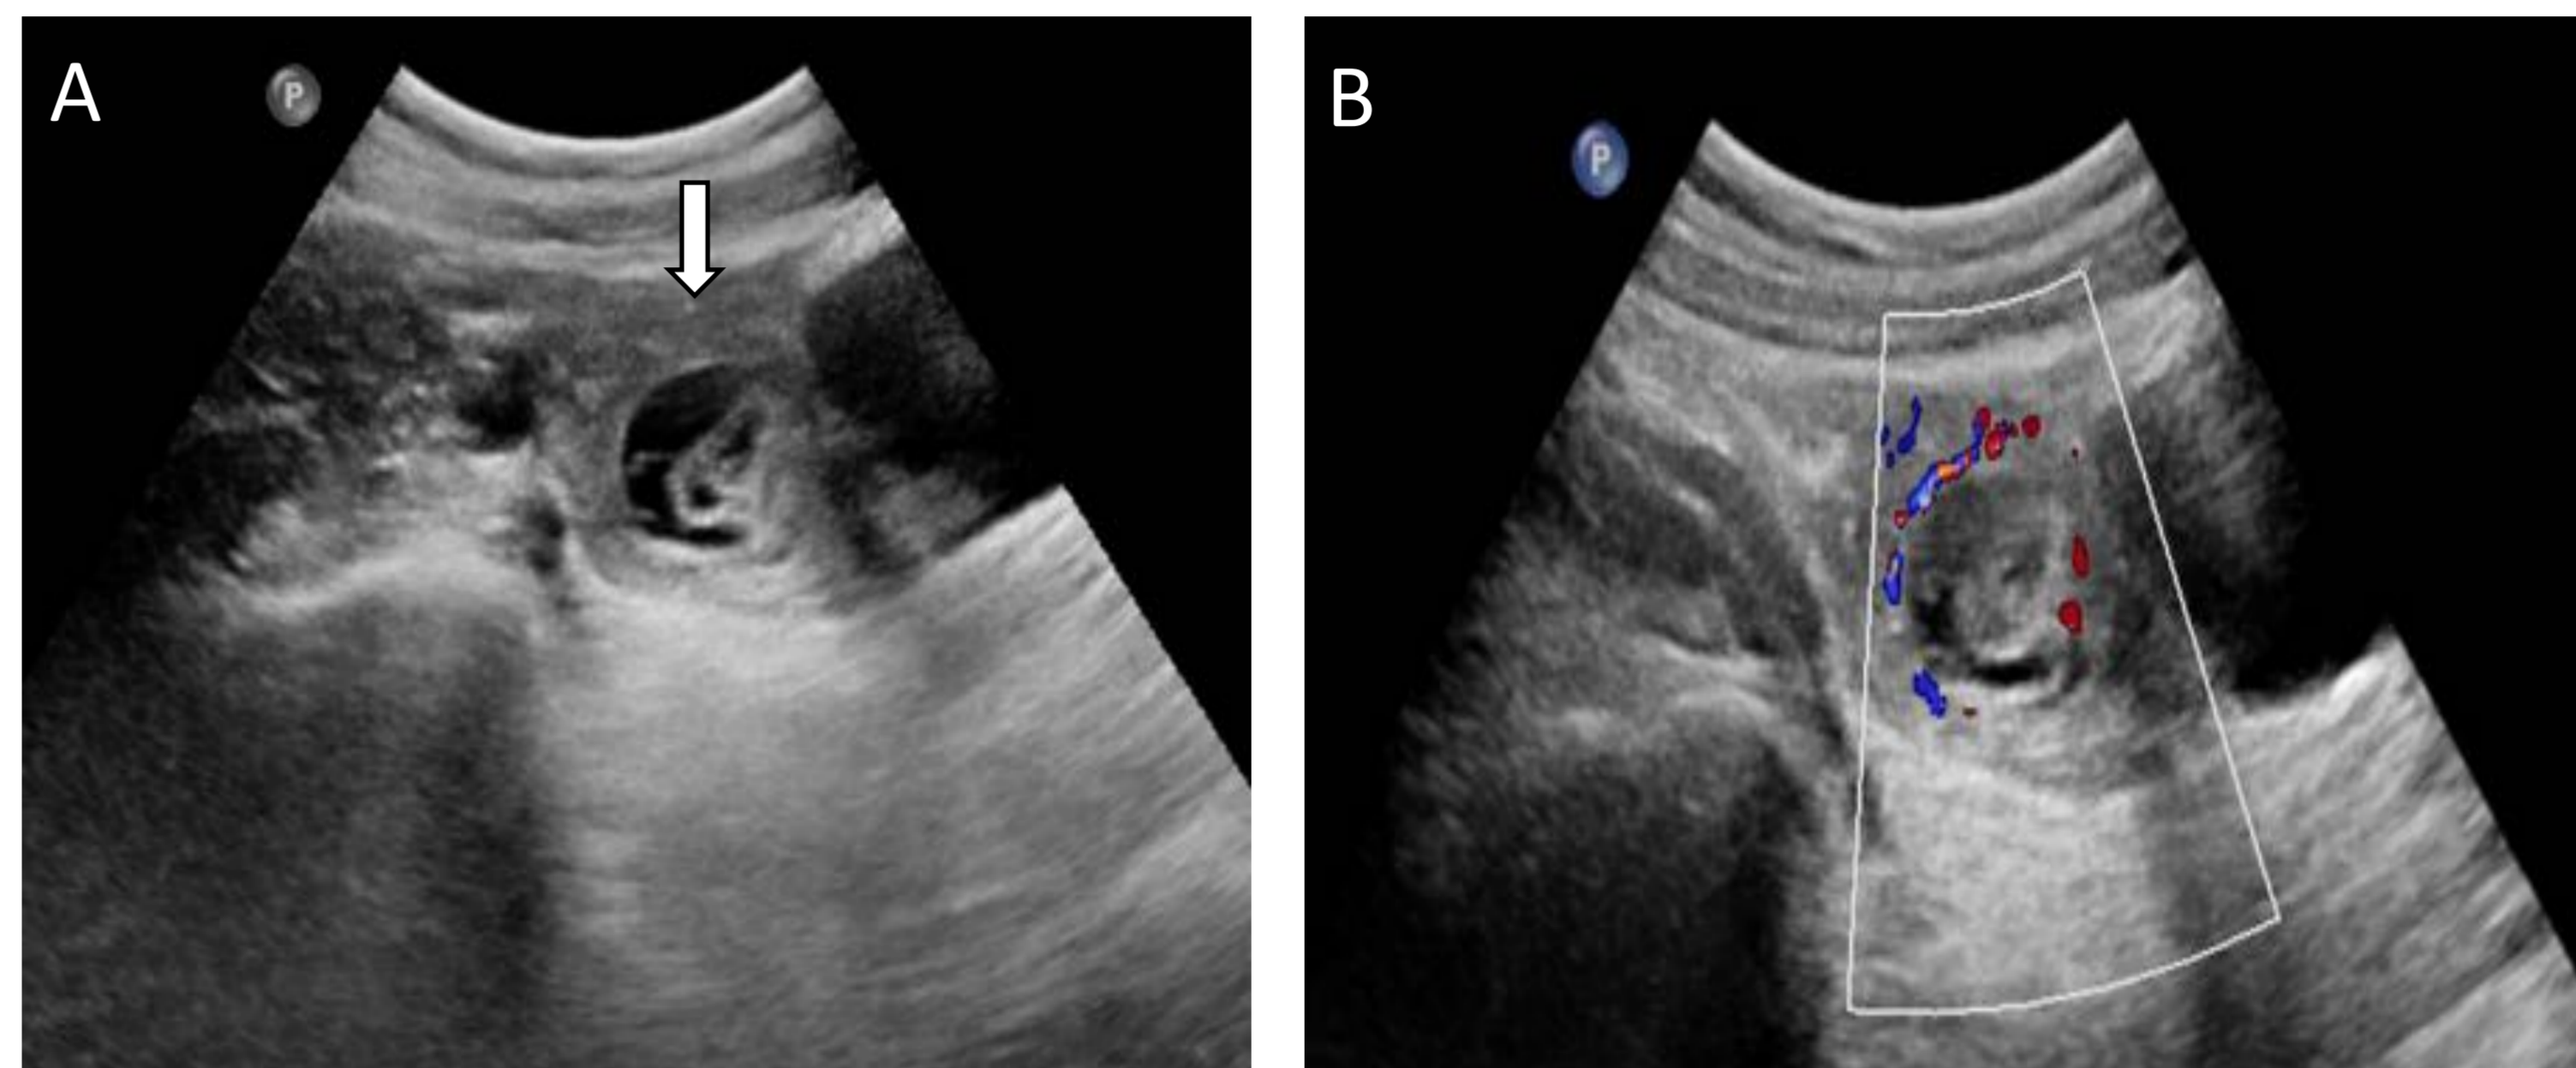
Quiste hemorrágico del cuerpo lúteo. A) quiste anexial derecho de paredes gruesas con tractos lineales hiperecogénicos en su interior. B) Modo Doppler donde se evidencia la llamativa vascularización periférica “en anillo de fuego” propia del cuerpo lúteo.
